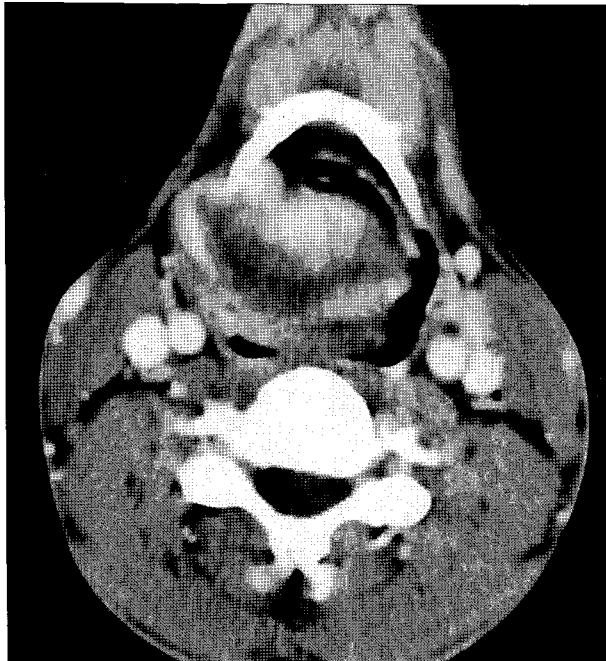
Contrast enhanced axial CT scan shows well enhanced 5×3.5 cm mass at right hypopharynx.
